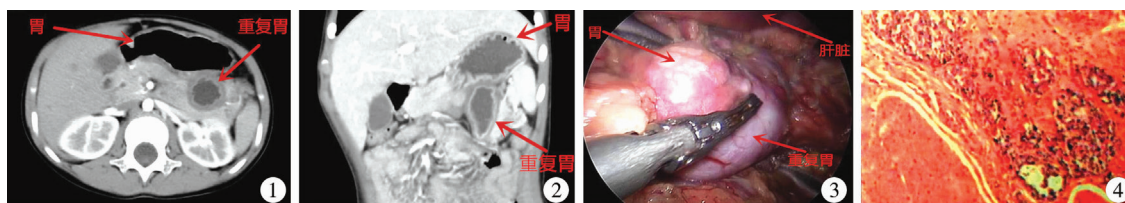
腹部增强CT示:水平位囊性肿块位于胰胃间隙,大小约25 mm×23 mm×39 mm(箭头所示) 图2 腹部增强CT示:冠状位肿块位于胃大弯侧,大小约25 mm×23 mm×39 mm(箭头所示) 图3 术中剥离重复胃,重复胃位于胃大弯侧,胃后壁 图4 病检提示(HE染色,40倍):送检组织为胃壁及胰腺组织,胃壁肌层内可见腺泡样上皮细胞团,符合胃重复并异位胰腺
